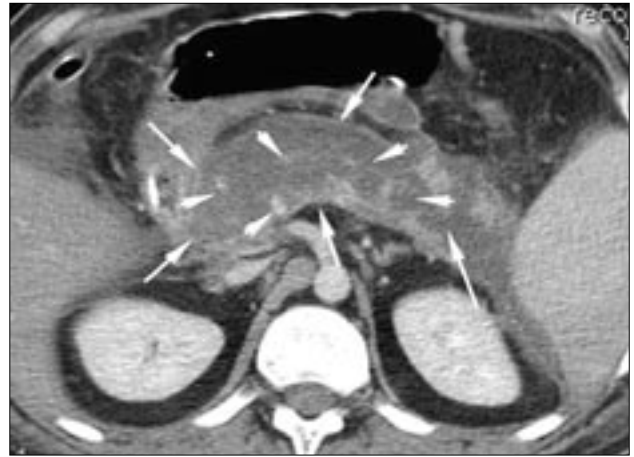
Компьютерная томограмма. Определяется тотальный некроз поджелудочной железы. В проекции головки, тела и хвоста поджелудочной железы выявляется неоднородная зона жидкостной плотности (длинные стрелки), на фоне которой определяются «островки» (до 10 мм) жизнеспособной паренхимы, накапливающей контрастное вещество (короткие стрелки).
